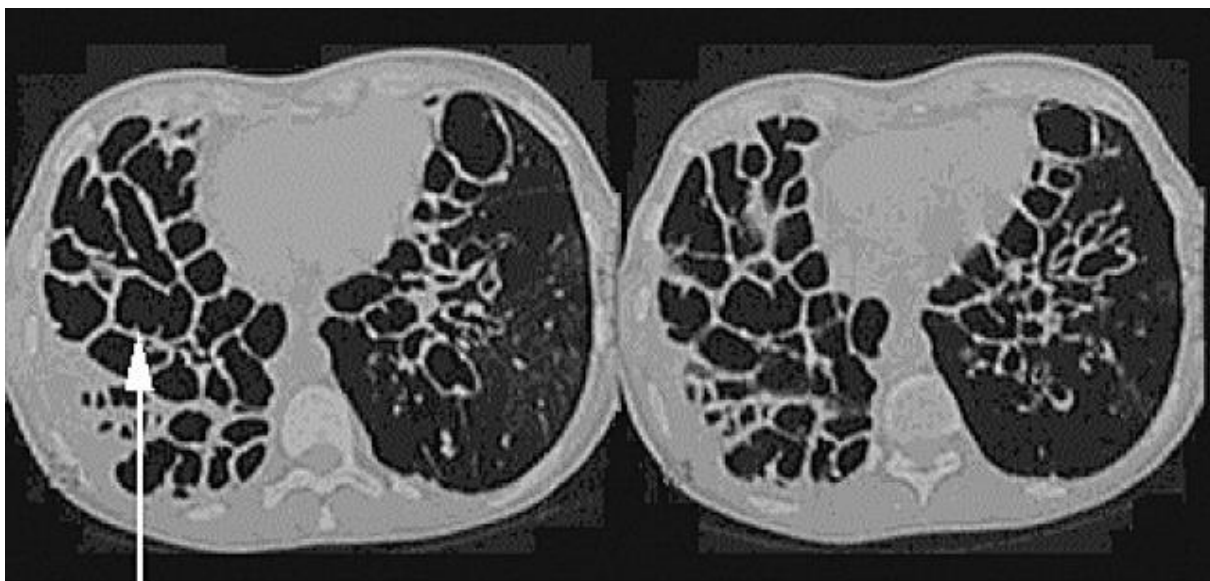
DDB kystique bilatérales à la TDM [17].
